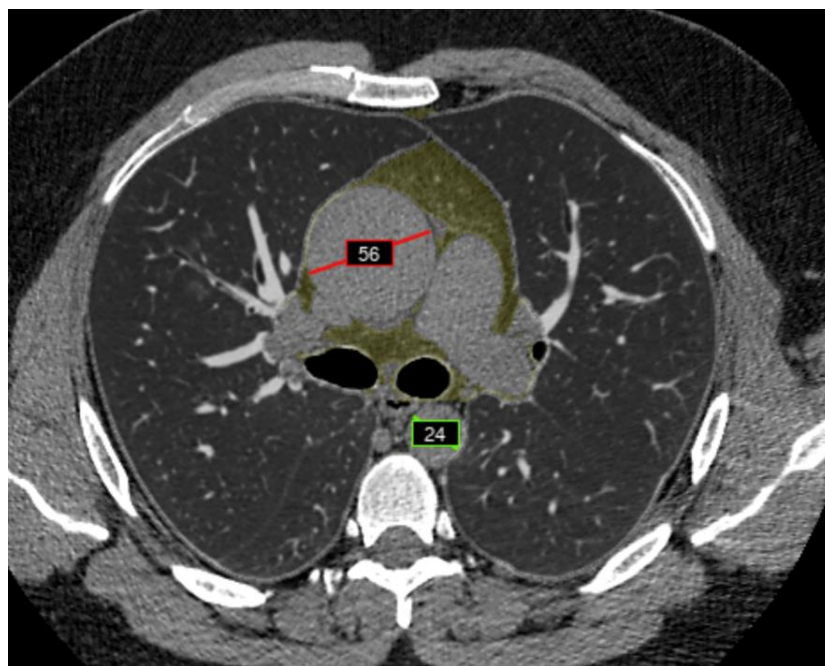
КТ ОГК, аксиальный срез (без контрастного усиления), аневризма восходящей аорты (с результатом ТИИ), где ИИ наглядно выделяет аневризматический участок (красной линией), упрощая диагностику. Зеленая линия показывает диаметр нисходящей аорты
